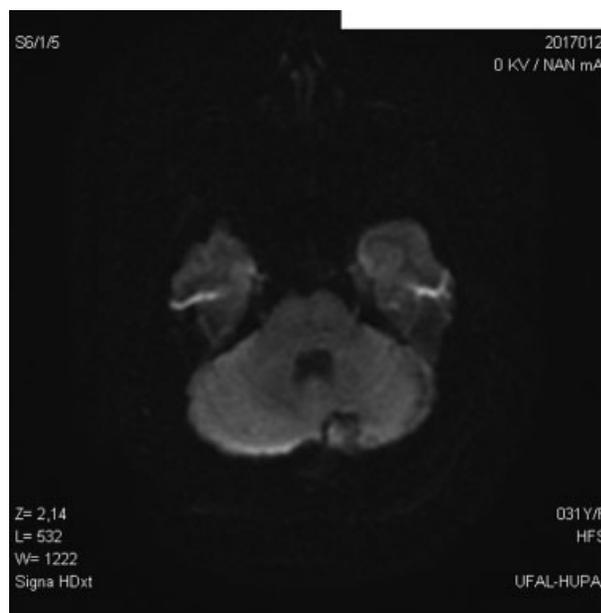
Ressonância magnética na ponderação da difusão, evidenciando esvaziamento de cavidade cística com restabelecimento anatômico do IV ventrículo.
